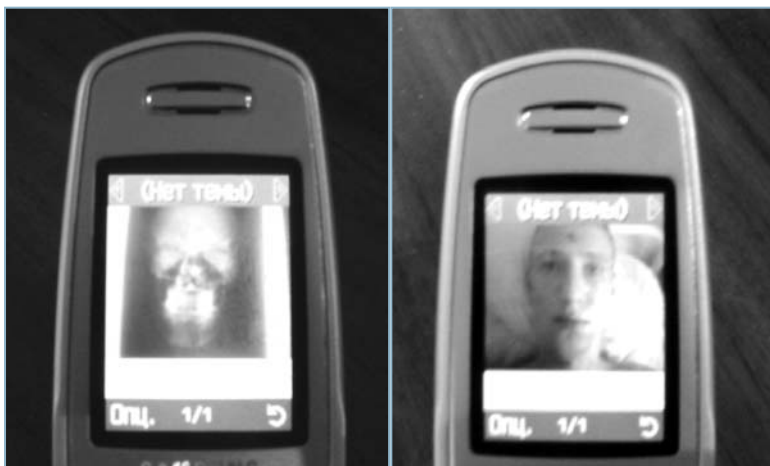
Первичная рентгенограмма черепа и клиническая фотография locus morbi пациента П., 25 лет, на дисплее мобильного телефона
